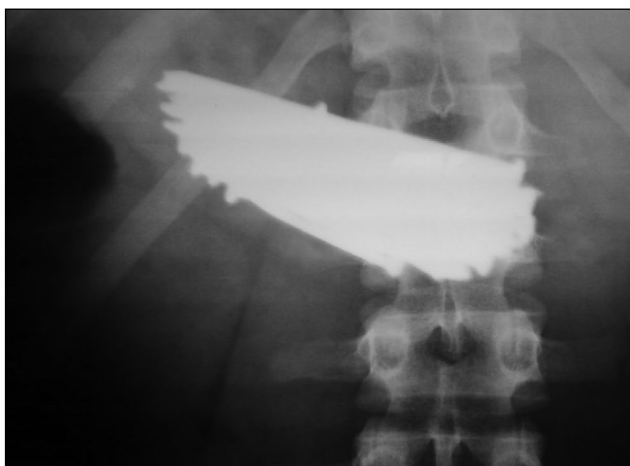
Рентгенограмма органов брюшной полости (фронтальная проекция).
